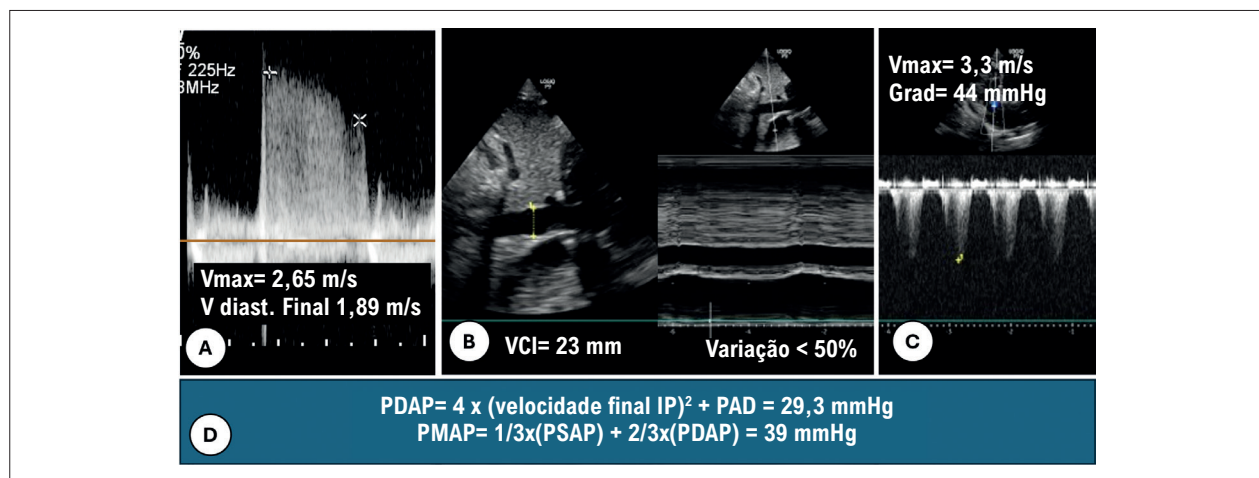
Estimativa da PMAP e da PDAP usando as velocidades inicial e final da Insuficiência Pulmonar (IP); A) IP ao Doppler contínuo; a PMAP é obtida da soma da PAD com o gradiente de pico da IP calculado pela fórmula de Bernoulli. A PDAP é obtida pelo gradiente calculado considerando a velocidade telediastólica da IP somado à PAD; B) Estimativa da PAD pela avaliação da VCI e sua colapsabilidade respiratória; C) Insuficiência tricúspide; D) Aplicação das fórmulas para cálculo da PMAP e PDAP.
